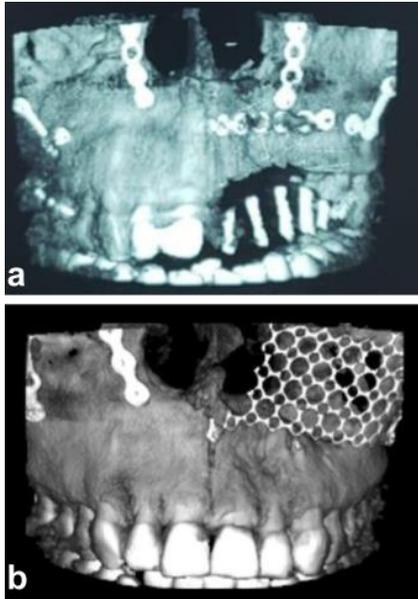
Tomografías computarizadas de alta resolución para grupo II dentario, de dos casos distintos que sufrieron fracturas de huesos maxilares. (a) Se observa fractura de hueso maxilar con presencia de placas de osteosíntesis; (b) Se observa presencia de elementos de osteosíntesis en zona anterior y lateral en relación a ambos huesos maxilares.
